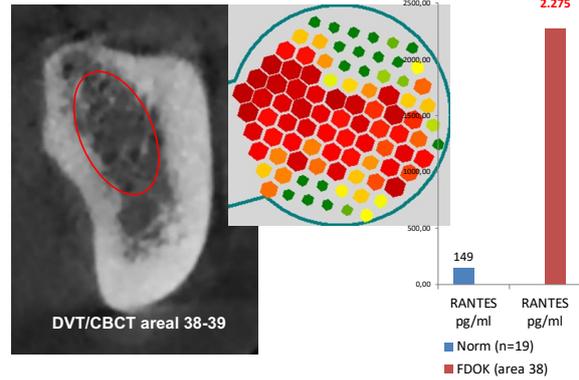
Die Abbildung vergleicht den Querschnitt des dreidimensionalen DVT-Röntgen im Bereich 38/39 (linkes Bild), die Knochendichtemessung mit TAU an gleicher Stelle (mittleres Bild) und den dort um das 20-fache überexprimierten RANTES/CCL5-Spiegel (rechtes Bild). Damit ist die „Silent Inflammation“ in diesem Kieferbereich belegt, dokumentiert und die therapeutische FDOK-Operation ist gleichzeitig forensisch indiziert.
